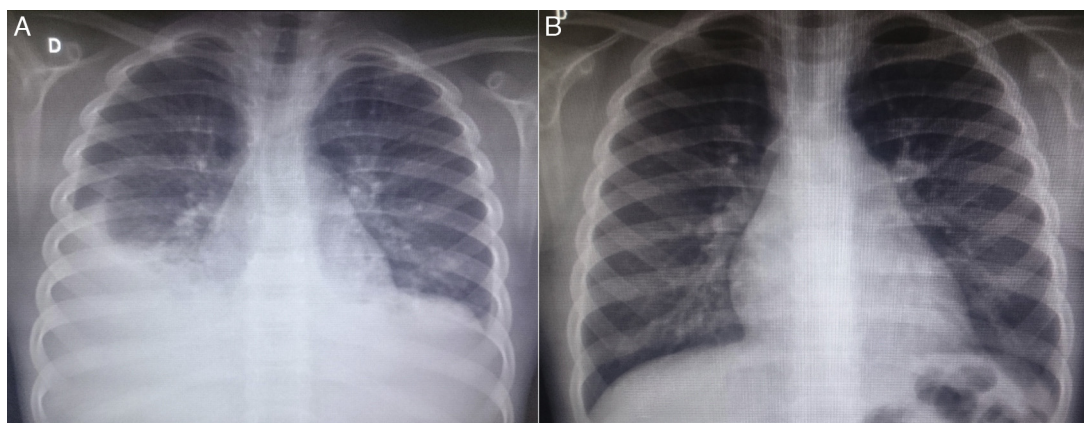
Imagens de radiografia de tórax da paciente em incidência posteroanterior; A – à admissão da paciente, observa-se obliteração dos seios costofrênicos bilateralmente, com opacidade pleuropulmonar à direita; B – seis meses após a alta, em consulta ambulatorial, radiografia sem alterações.
